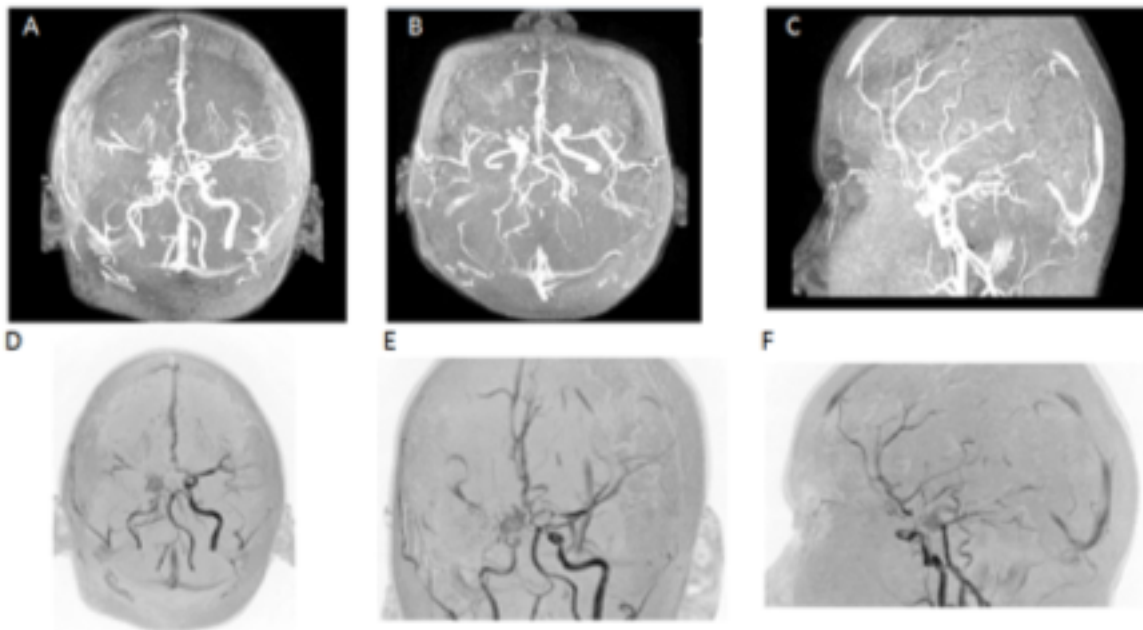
Imágenes de angiografía por resonancia magnética nuclear del caso analizado por EMM. En las distintas vistas se observa la vasculatura anormal de redes irregulares en forma de “humo de cigarrillo” nombrado en el japonés “mayomoya”.
